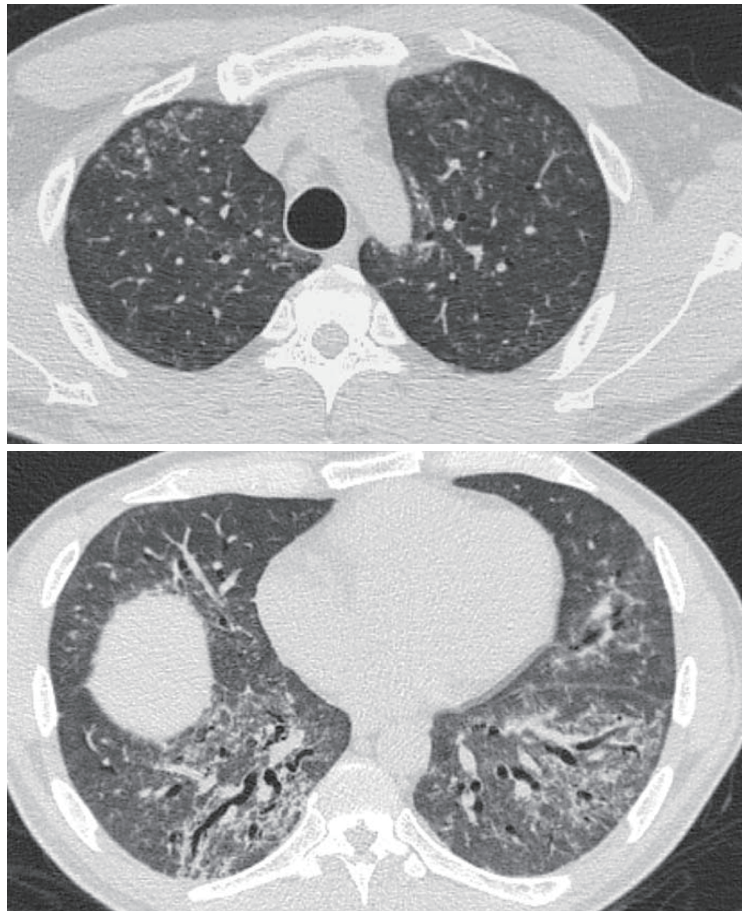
Chest CT showed centrilobular nodules (tree-in-bud) over bilateral upper lungs, and bronchovascular bundle thickening and traction bronchiectasis change at lower lung fields.
